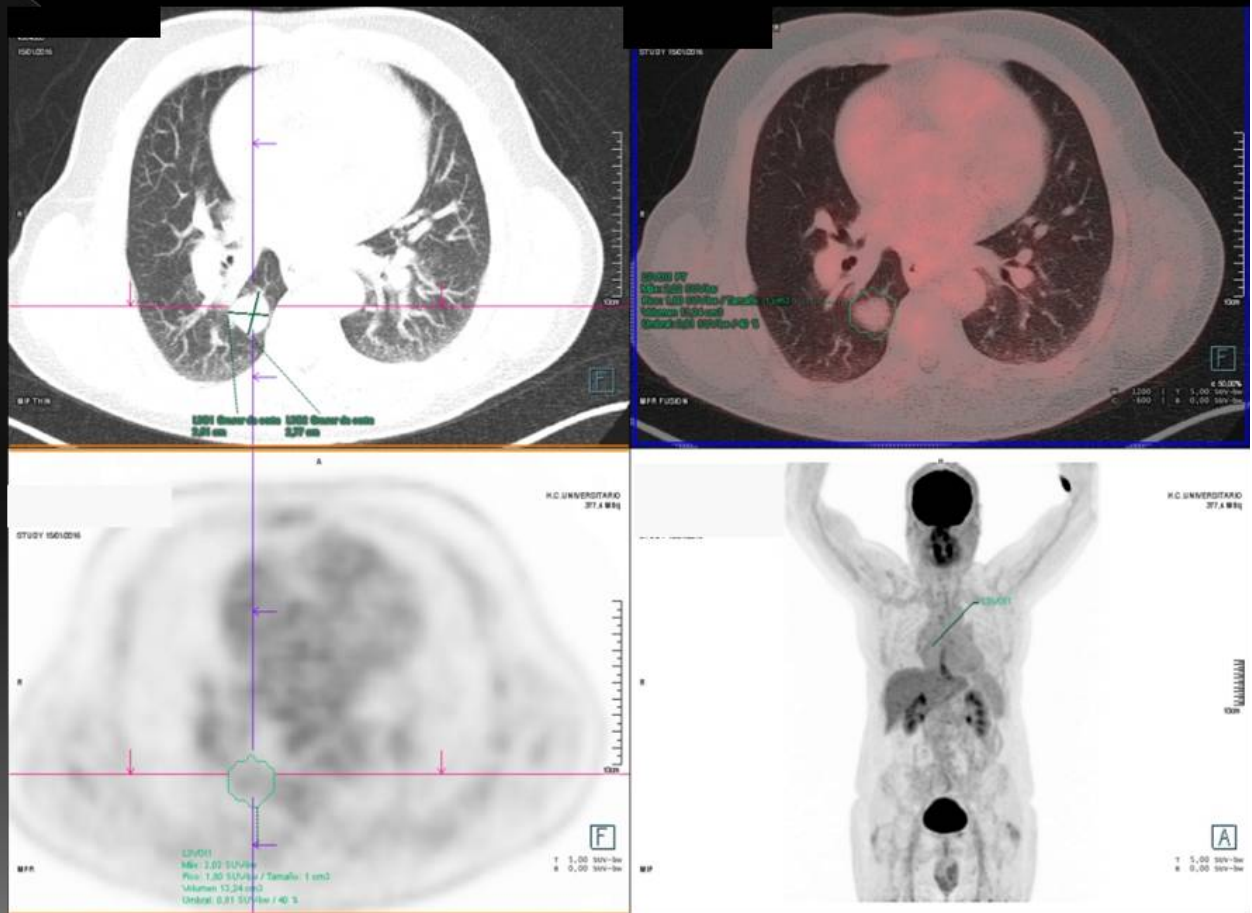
Nódulo pulmonar solitario en lóbulo inferior derecho que no muestra una captación significativa de 18F-FDG (SUV_{máx} 2.02).
